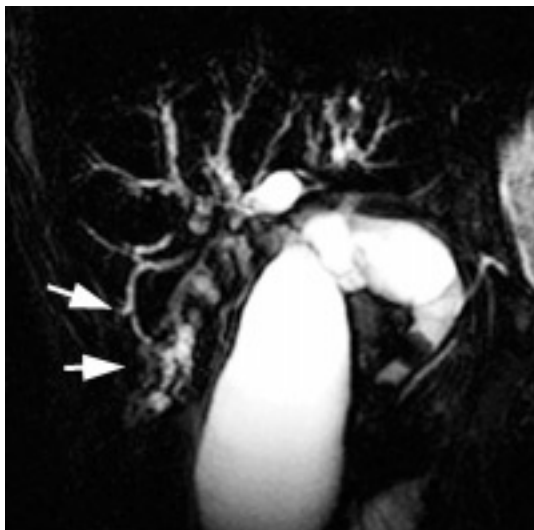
CP-IRM : dilatation et empierrement des VBIH droites (flèches), (séquence SS-FSE, coupe frontale de 20 mm d'épaisseur, TE eff 800 msec).
